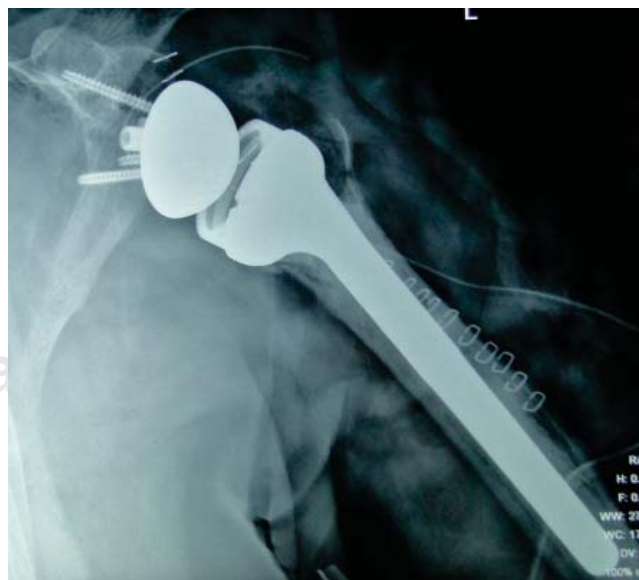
Foto clínica de una radiografía AP postoperatoria del caso de la figura 6 que muestra una prótesis reversa monoblock cementada. Se puede apreciar la reconstrucción de la tuberosidad mayor en la Rx.
